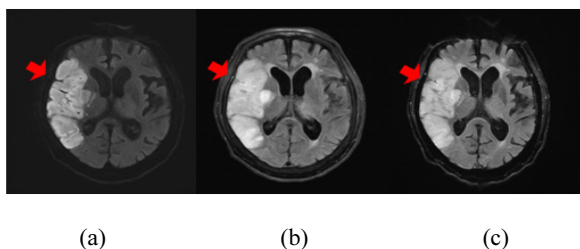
Match between DWI(a) and T2 FLAIR(b) and EPI-FLAIR(c) for estimating the age of infarction
